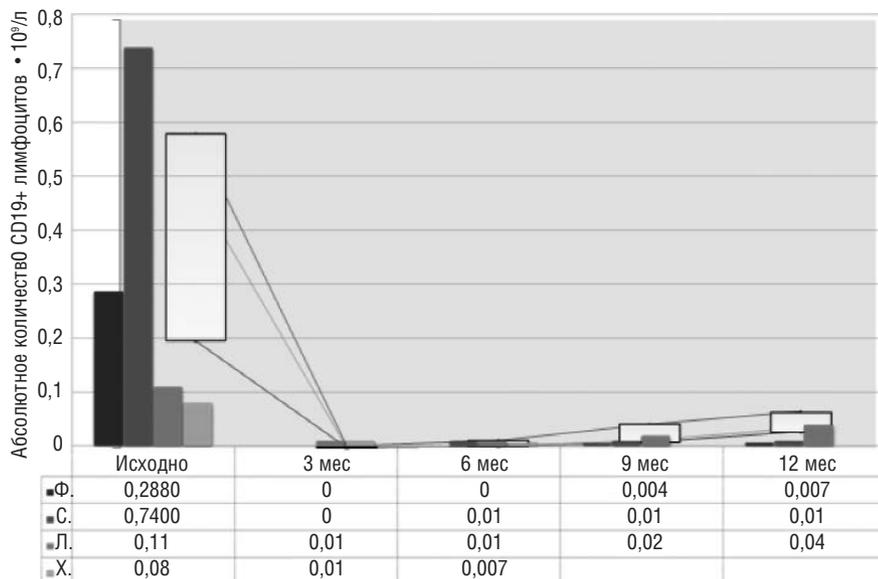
Динамика абсолютного количества CD19+ лимфоцитов у 4 пациентов (Ф., С., Л., Х.) на фоне комбинированной терапии и лечения РТМ, абсолютные значения  $\cdot 10^9/л$ . Серая шкала – количество CD19+ у пациентов, находящихся на комбинированной терапии РТМ и БЛМ; белая шкала – количество CD19+ у пациентов, находящихся на терапии РТМ (повторных инфузий РТМ в течение наблюдения не было или такие пациенты были исключены в последующем)
